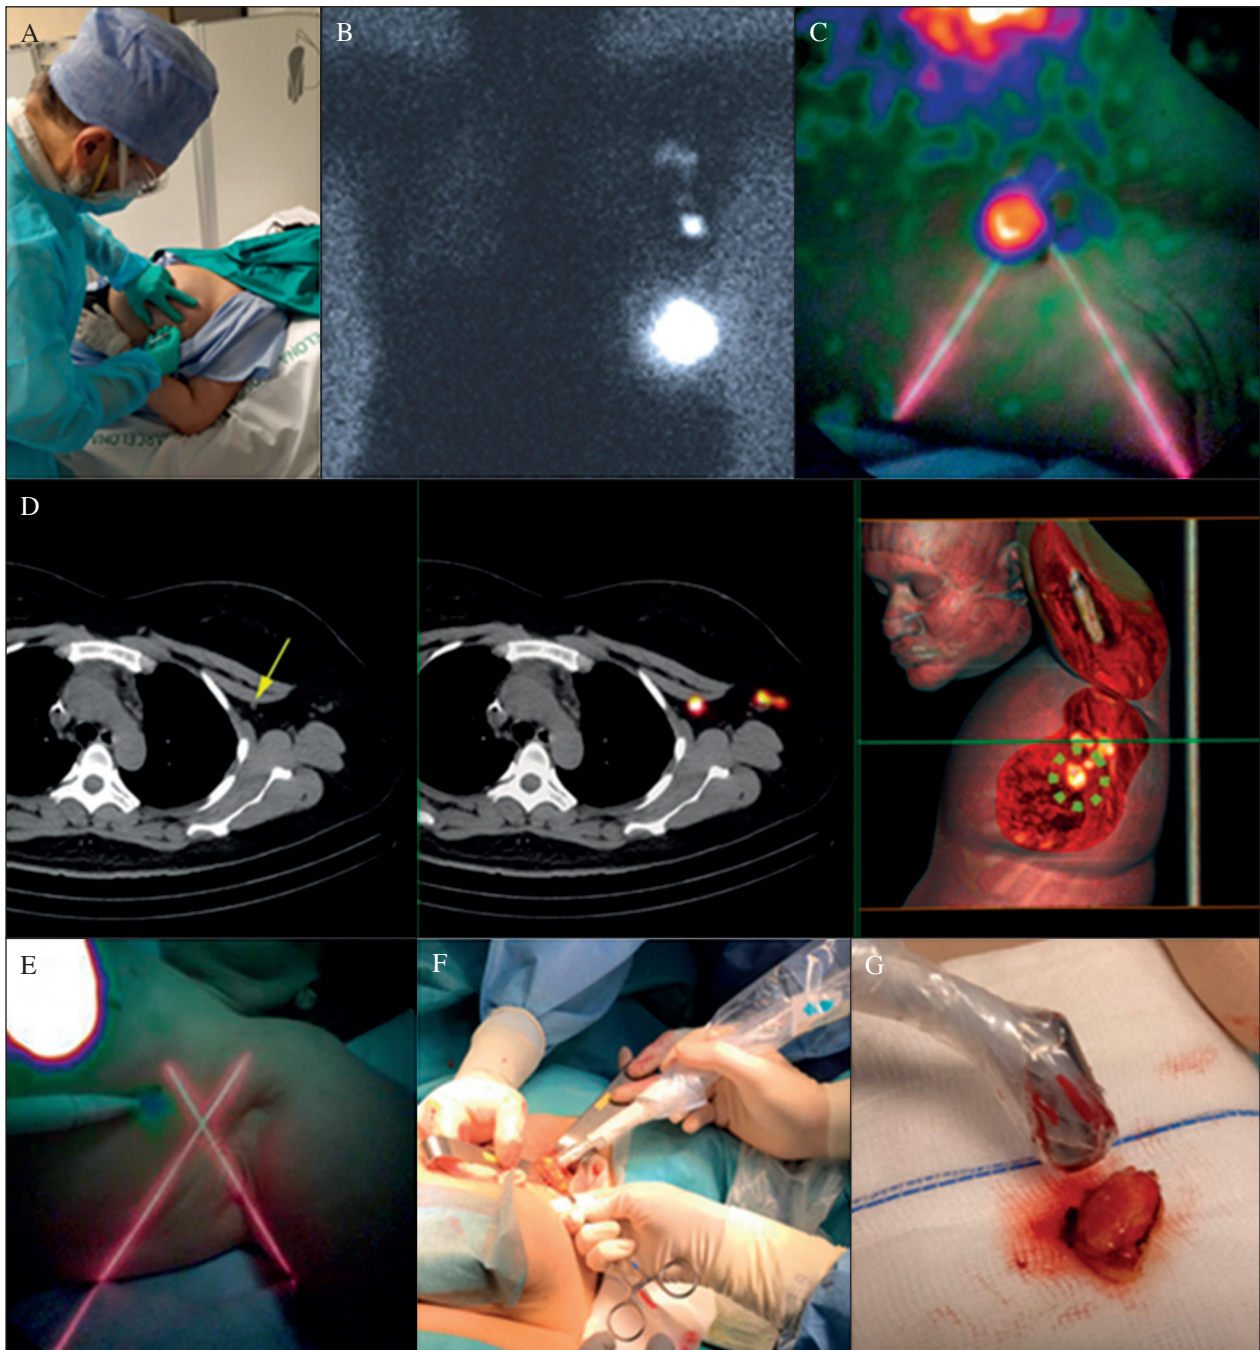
Proceso de la biopsia selectiva del ganglio centinela. A. Administración del radiotrazador. B y C. Imágenes linfogamagrafías prequirúrgicas con gammacámara y gammacámara portátil, respectivamente. D. Imágenes fusionadas SPECT/CT y reconstrucción volumétrica. E. Marcaje cutáneo de la localización del ganglio Centinela. F. Detección intraoperatoria con sonda gamma. G. Comprobación ex vivo.
